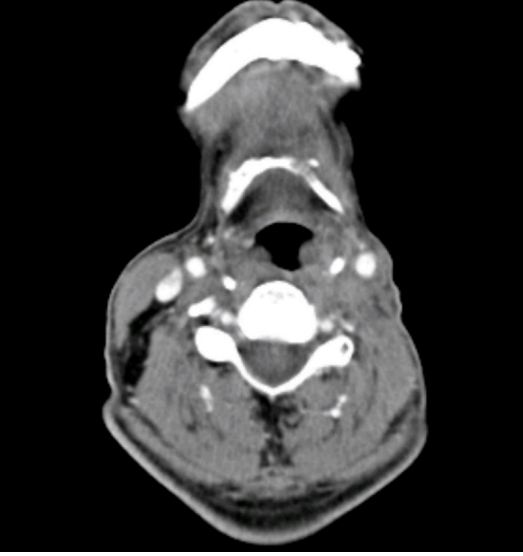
A-D. Mandibulaya invaze sol retromolar trigon yerleşimli tümörü bulunan hastanın tümör rezeksiyonu, parsiyel mandibülektomi sonrası BT görüntülerinde mandibülektomi lojuna cerrahi plaka ve vidalarla fikse edilmiş fibula serbest flebi izleniyor (A, oklar). Hipofarinks karsinomlu bir başka hastada koronal yağ baskılı kontrast sonrası MR görüntülerde total larinjektomi, proksimal özefajektomi sonrası yerleştirilmiş serbest jejunal flep görülmekte (B, kısa oklar). Dil ve ağız tabanı sağ yarısında kitlesi bulunan bir başka hastada aksiyel ve koronal T1A ağırlıklı (T1A) MR görüntülerde (C, D oklar) cerrahi sonrası onarımın boyun sağ yarısında izlenen pektoralis majör pediküllü flebi ile gerçekleştirilmiş olduğu izlenmekte
